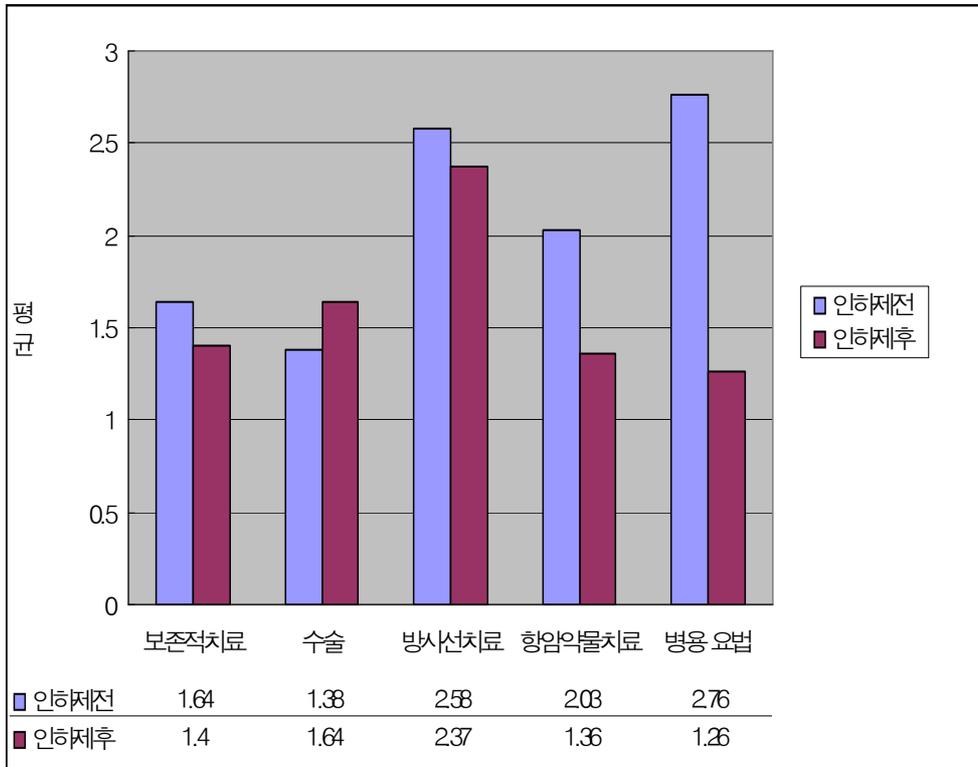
본인부담 인하제 전후 CT 평균 처방 횟수 비교(치료유형별)
